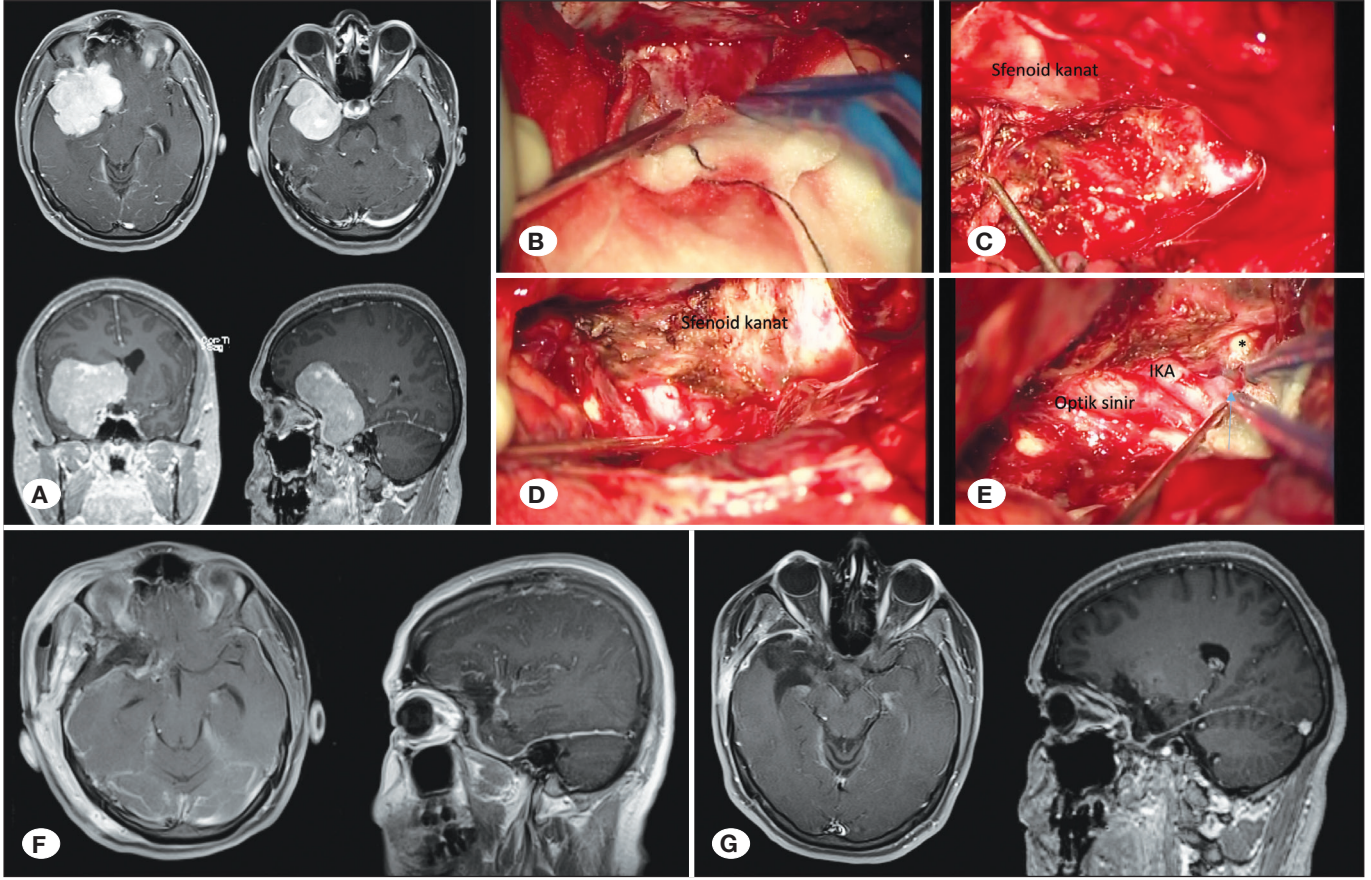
45 yaşında erkek hasta jeneralize tonik klonik nöbet geçirme şikayeti ile çekilen kranial MRGde (A) T1 postkontrast kesitlerde medyal sağ sfenoid kanat yerleşimli kontrastlanan meningioma ile uyumlu kitle lezyonu izlenmektedir. (B) Hastanın erken postoperatif kranial MRG'sinde kitlenin eksize edildiği görülmektedir. (C) Hastanın sağ pteriyonal yaklaşım ile intraoperatif görüntüsünde; dura açıldıktan sonra sfenoid kanat yerleşimli meningioma ile uyumlu lezyonu görünmekte ve tümör rezeksiyonu bipolar koter ve CUSA yardımı ile yapılmaktadır. Tümör rezeksiyonu sonrası sağ M1 ve \* ile işaretli M1 bifurkasyon görülmekte; sfenoid kanat koterizasyonu yapılmaktadır. Son olarak menengiomerin M1 ve M1 bifurkasyondan rezeksiyonu sonrası operasyon görüntüsü izlenmektedir. (D) 2. yıl kontrol kranial MRG'sinde Kavernöz sinüs içerisinde rezidü kitlenin progresse olduğu görülmüştür.
